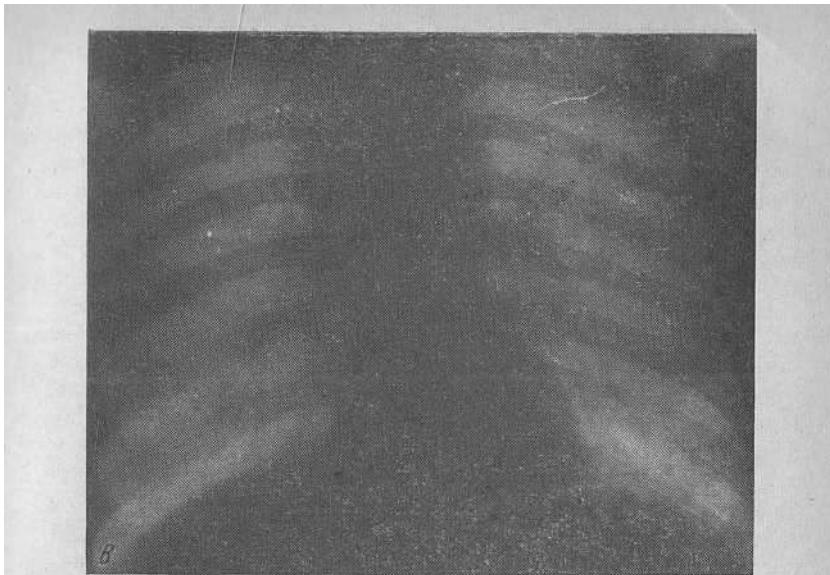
Серия рентгенограмм больного Н.
